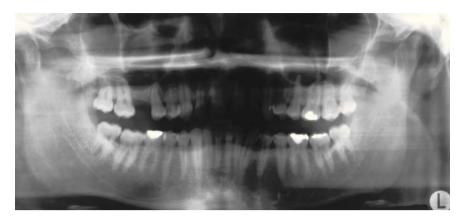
Radiografía del caso 2.
